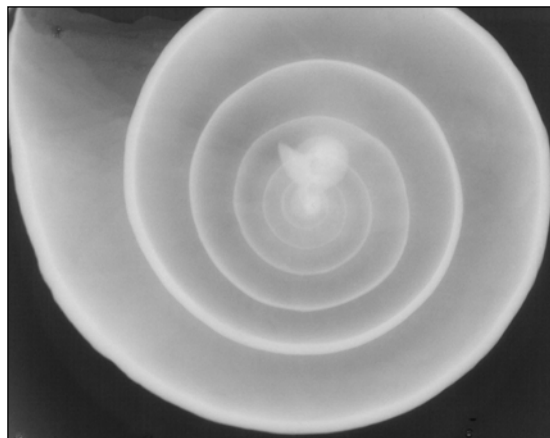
Número áureo pode ser observado na espiral do caramujo (Radiografia oclusal realizada na disciplina de Radiologia da FOSJC/UNESP).
